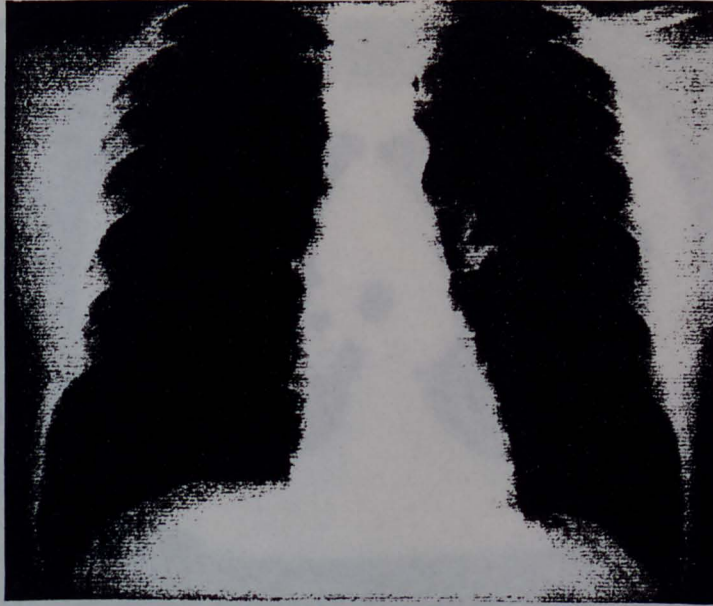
Radiogramas de tórax do início e do término do tratamento OATH. É difícil a regressão das lesões, o que não ocorre com as tomografias computadorizadas ilustradas nas figuras 9 e 10. (caso n° 29)
